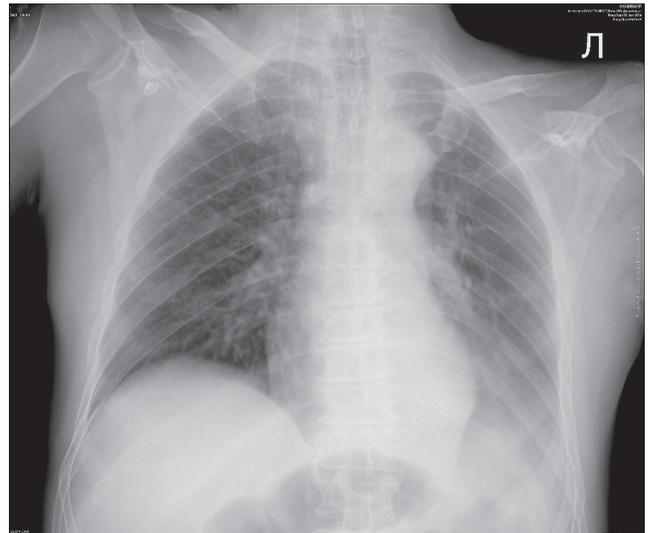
Пациент А., 59 лет. Острое отравление метанолом. Рентгенограмма органов груди в положении лежа при поступлении. Снижение пневматизации левого легкого за счет небольшого гидроторакса и возможной инфильтрации на этом фоне. Слева диафрагма не визуализируется
